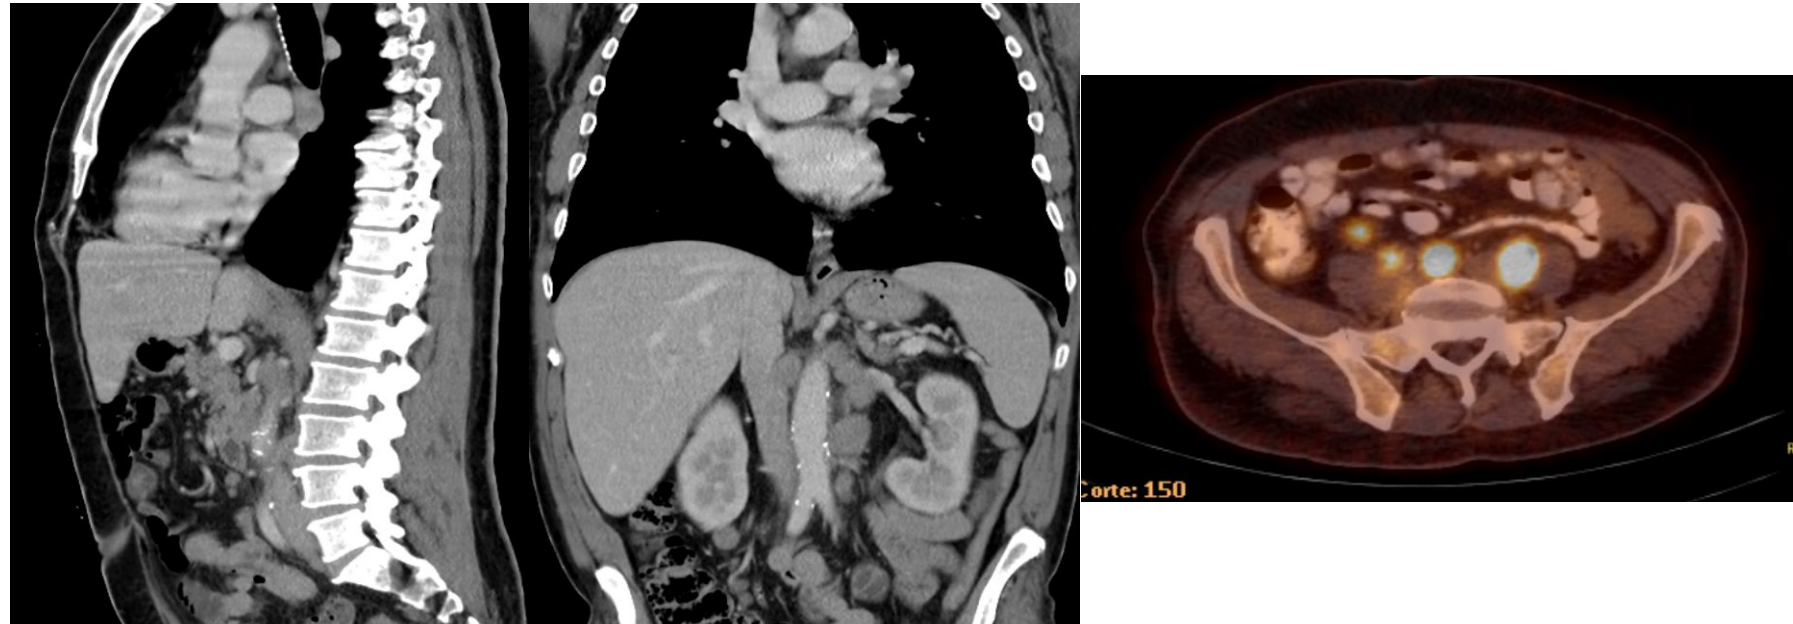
Imagen de TAC toracoabdominopélvico en cortes coronal, sagital y axial donde se aprecian conglomerados adenopáticos ubicados desde el cuello hasta ambas ingles.
